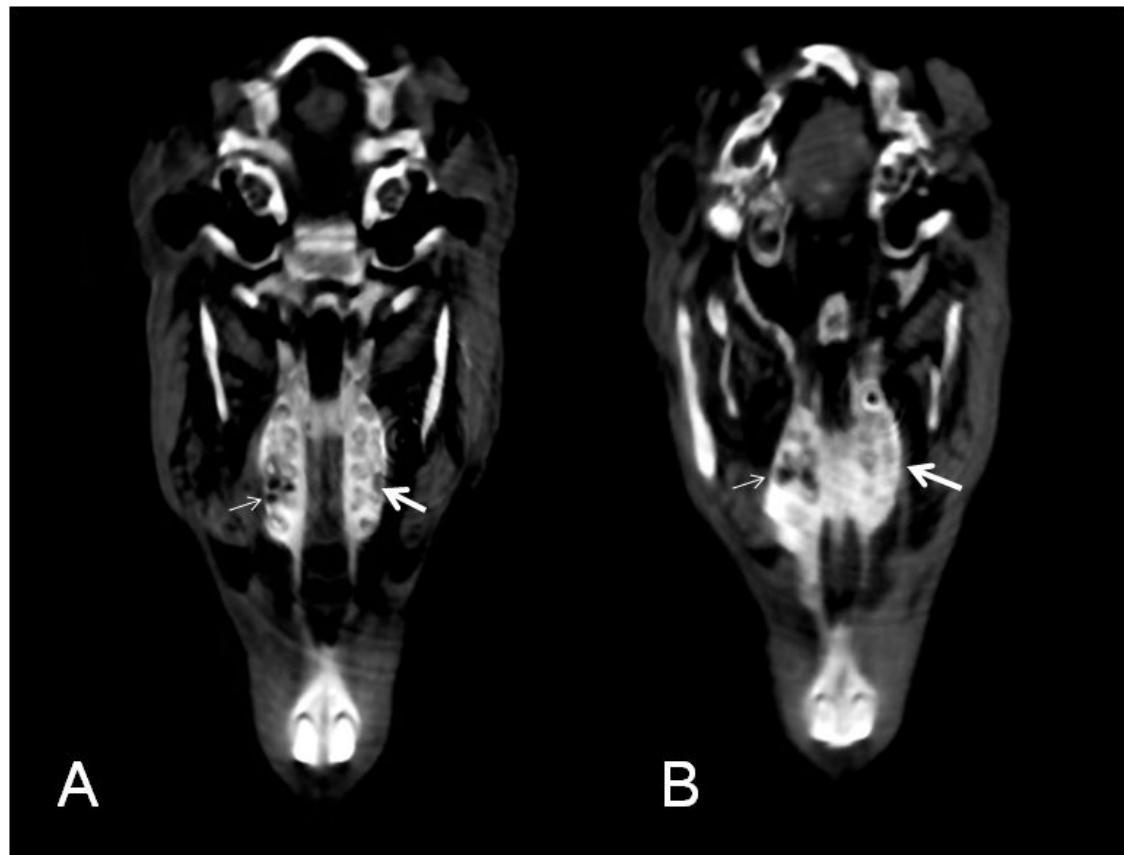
Computed tomography images (axial views) of the maxilla. Control group (narrow arrow) exhibited low radiopacity of extraction socket. In contrast, relatively rapid bone healing was observed in the experimental group (wide arrow).
